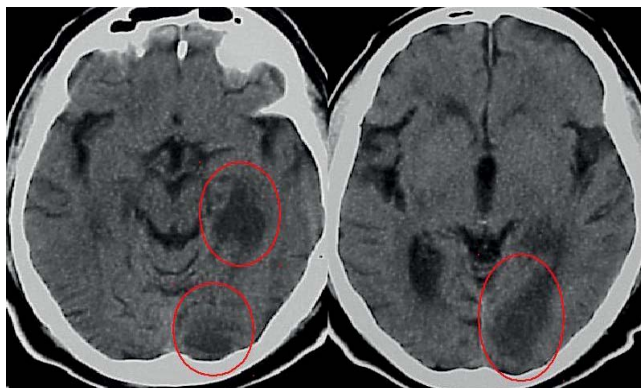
СКТ головного мозга через 24 часа ТИА. 2 ишемических очата в бассейне левой заднемозговой артерии.
